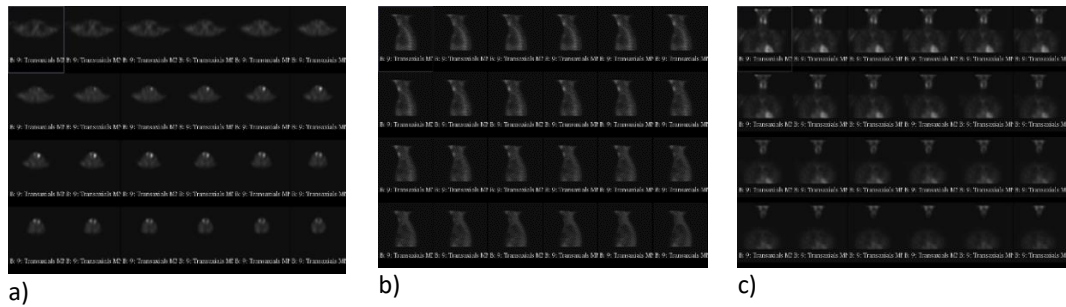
Visualització talls de l'SPECT per a cada un dels plans
